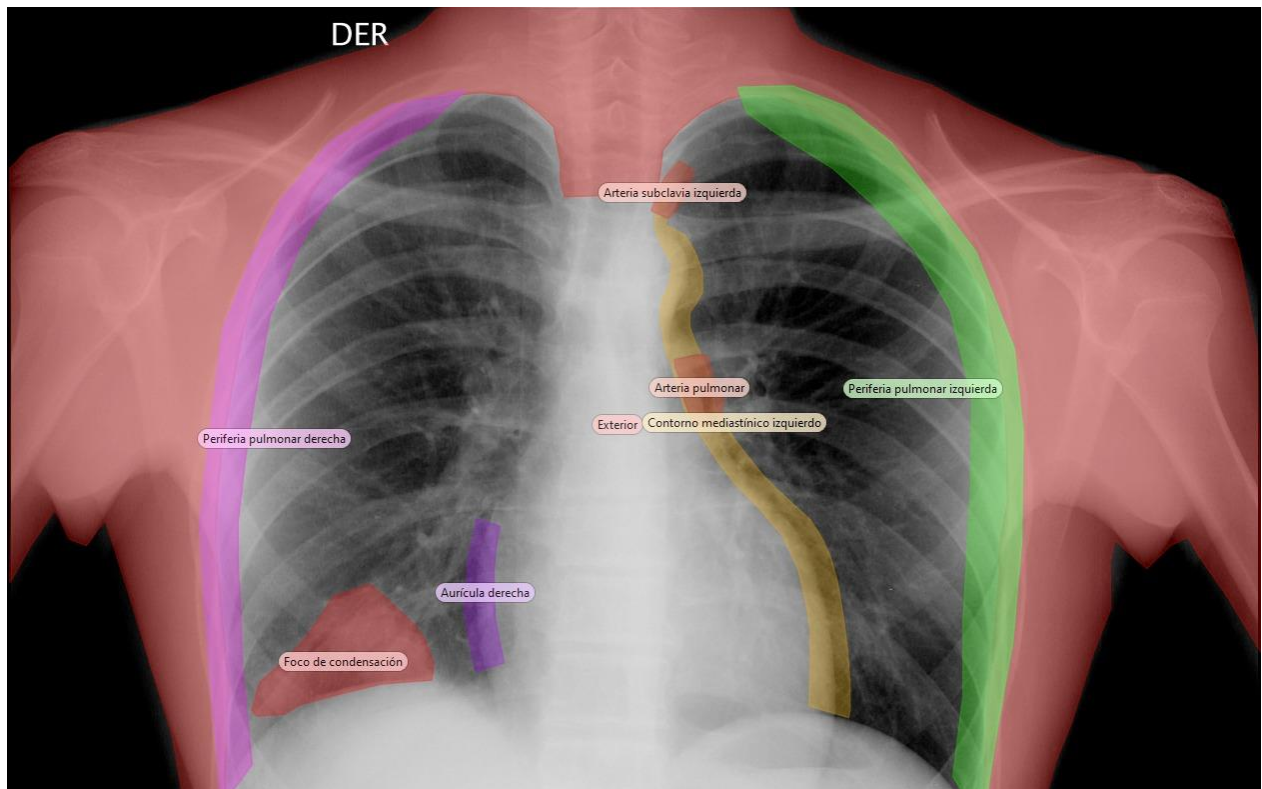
Áreas de interés en radiografías frontales (21 a 27) .
